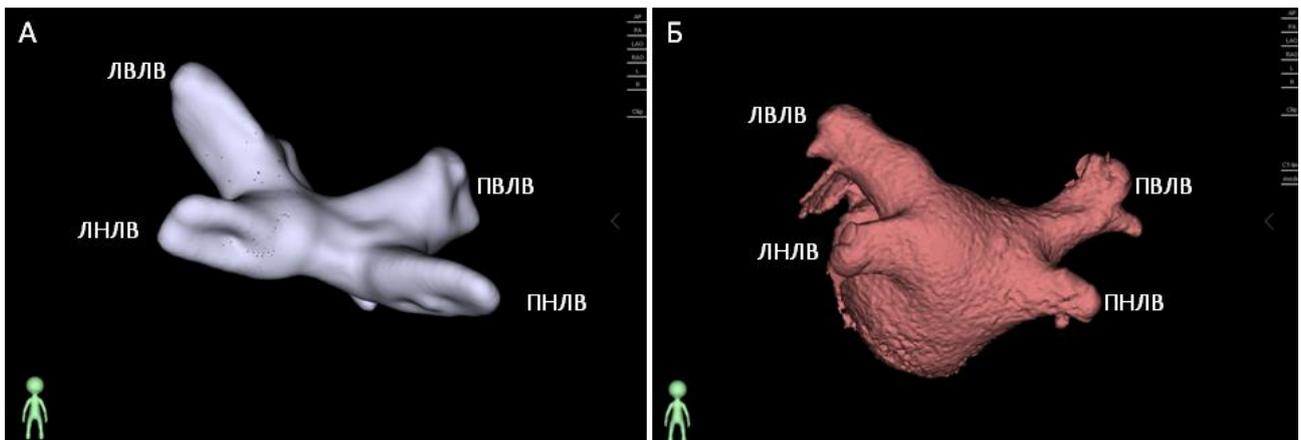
А – электроанатомическая реконструкция левого предсердия на навигационной системе Астрокард. Б – объемная реконструкция левого предсердия на основании мультиспиральной компьютерной томографии с контрастированием. Задне-передняя проекция. ЛВЛВ – левая верхняя легочная вена, ЛНЛВ – левая нижняя легочная вена, ПВЛВ – правая верхняя легочная вена, ПНЛВ – правая нижняя легочная вена.
